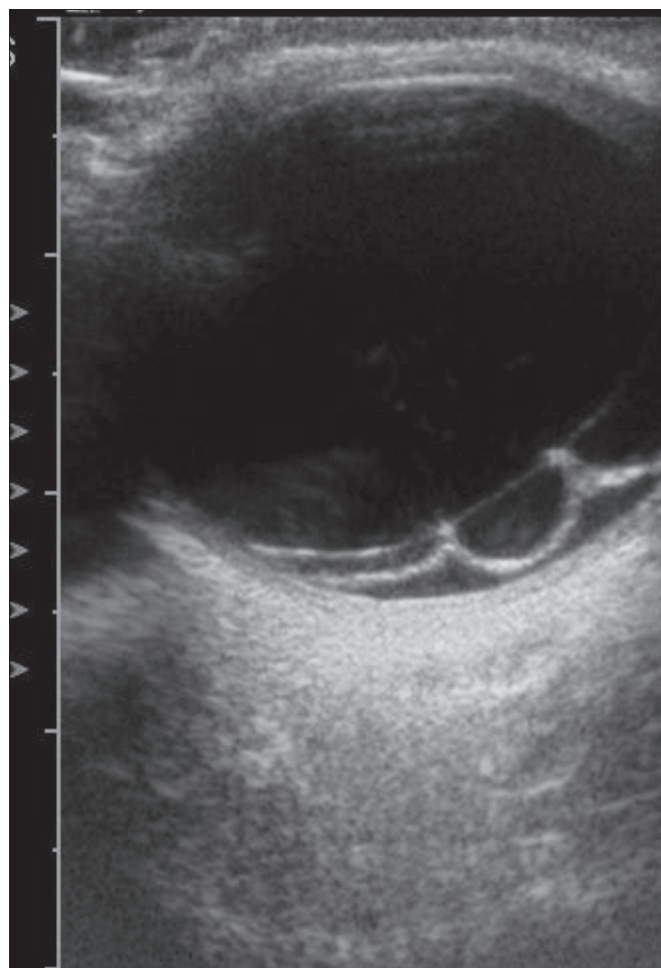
Ultrassonografia: descolamento de retina tracional (DRT)
